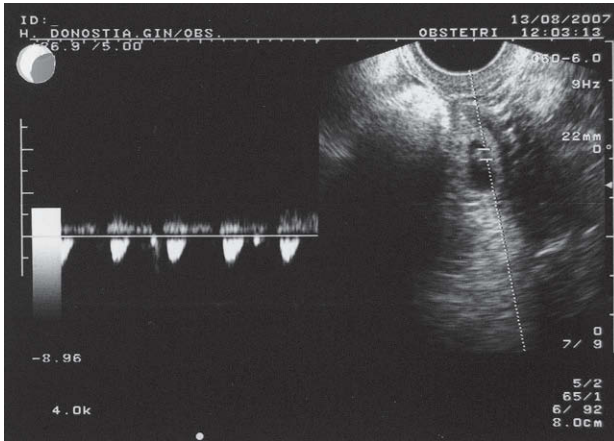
Imagen ecográfica de embarazo ectópico con Doppler positivo.
